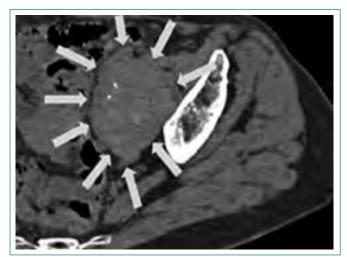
Imagen por TC de pseudotumor inflamatorio (flechas) en paciente portadora de artroplastia de cadera izquierda (par de fricción metal-metal)
